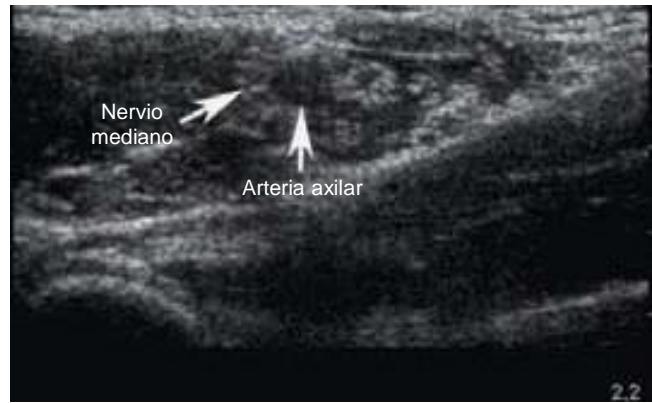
Visualización ecográfica del nervio mediano en posición craneal respecto de la arteria axilar. El nervio está rodeado de una capa delgada, 0,8 ml, de anestésico local (unidad de ultrasonido SonoSite MicroMaxx con sonda de 13 MHz).
